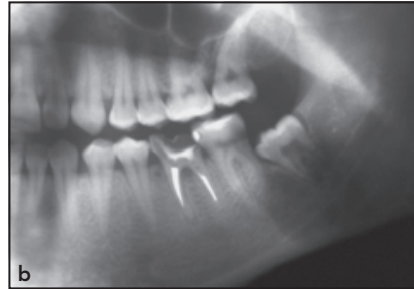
Präoperative (a) klinische Ansicht und (b) Panoramaröntgenaufnahme.
